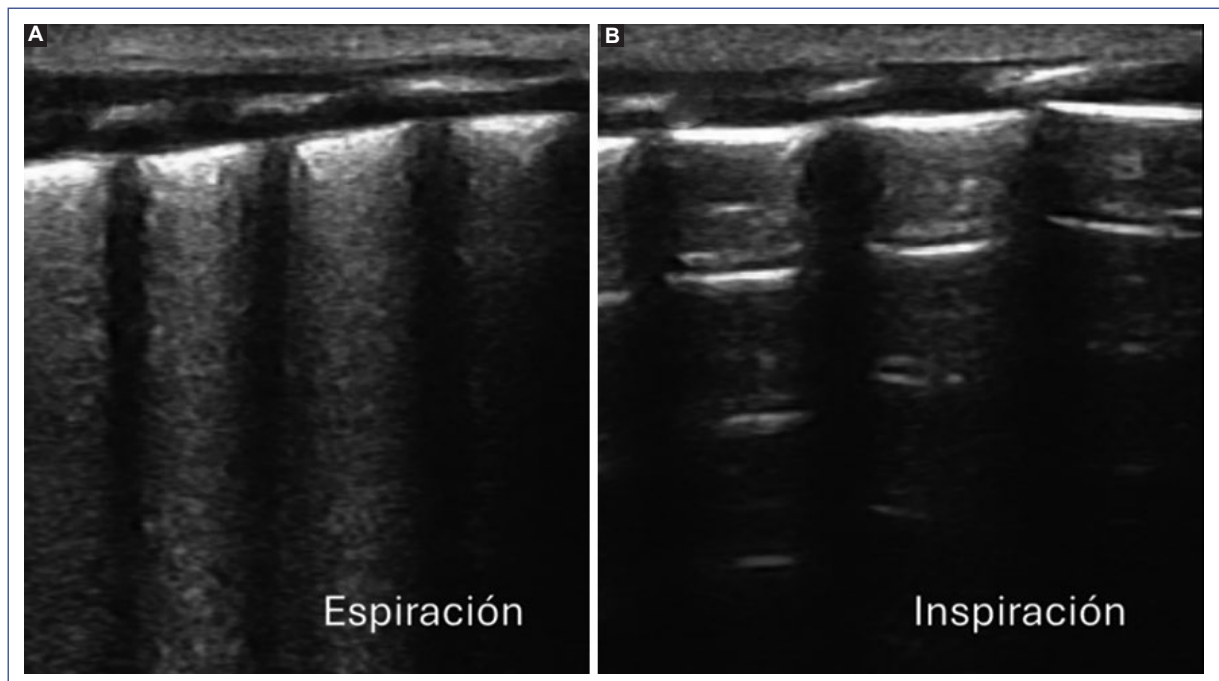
Fenómeno de reclutamiento en la inspiración. Ultrasonido pulmonar longitudinal en la misma región posterior que demuestra que: A en la espiración aparecen líneas-B coalescentes (puntaje de 2), mientras que B en la inspiración reaparecen las líneas-A (puntaje 0).
